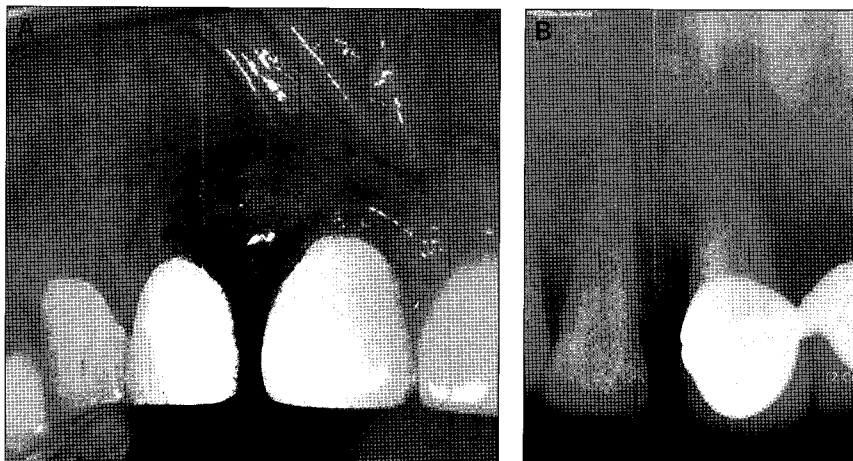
A. Clinical photograph of the lesion at first visit. B. In periapical radiograph, no specific finding was observed.
